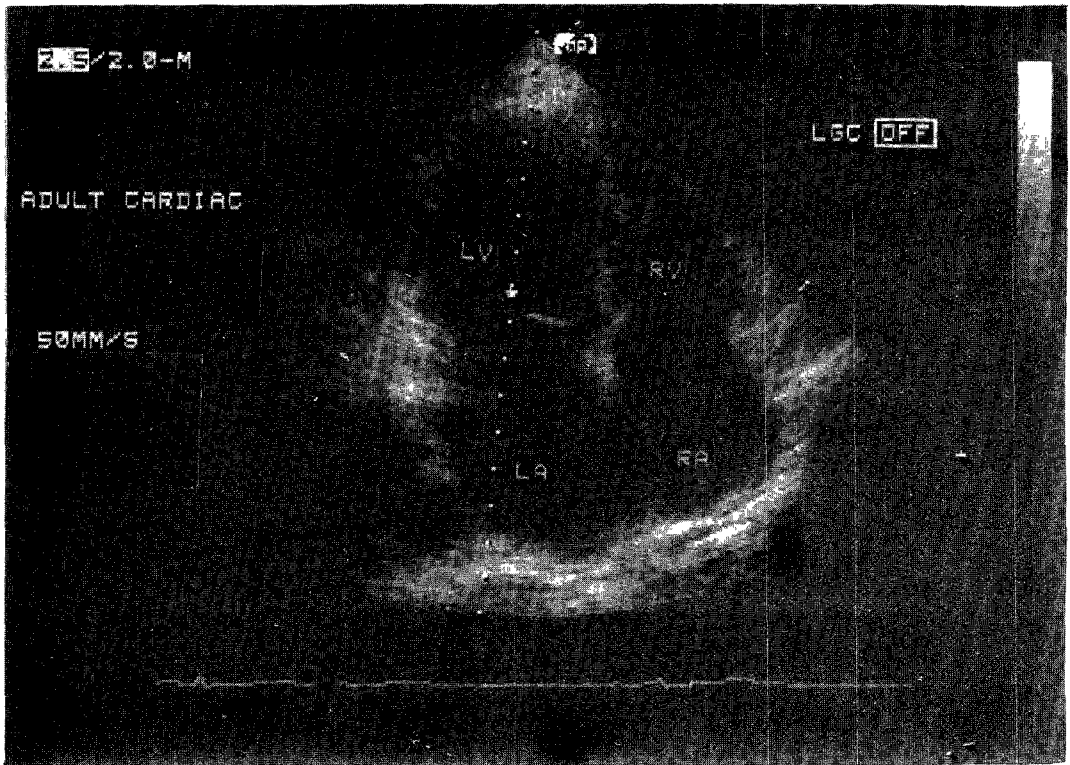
Apical four chamber view of the heart including the Doppler determined sample volume at the mitral anulus plane.
